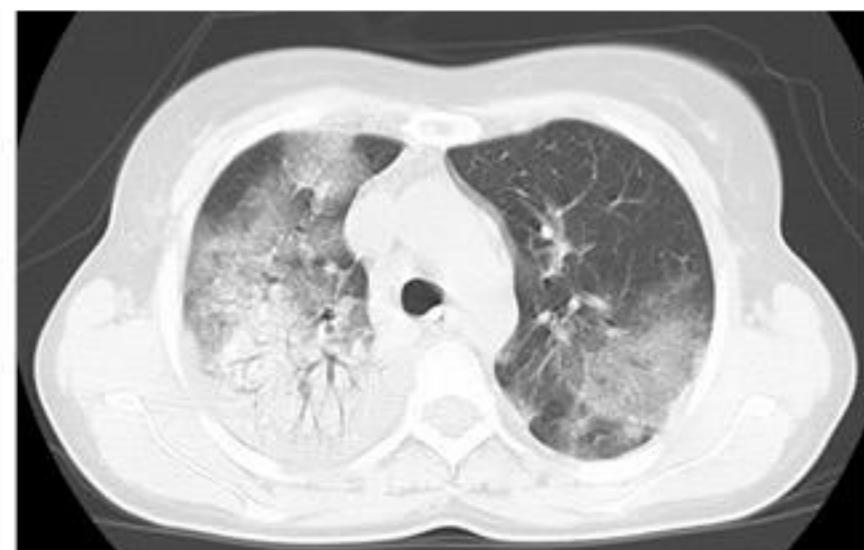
СКТ органов грудной клетки от 24.02.2010 г.
